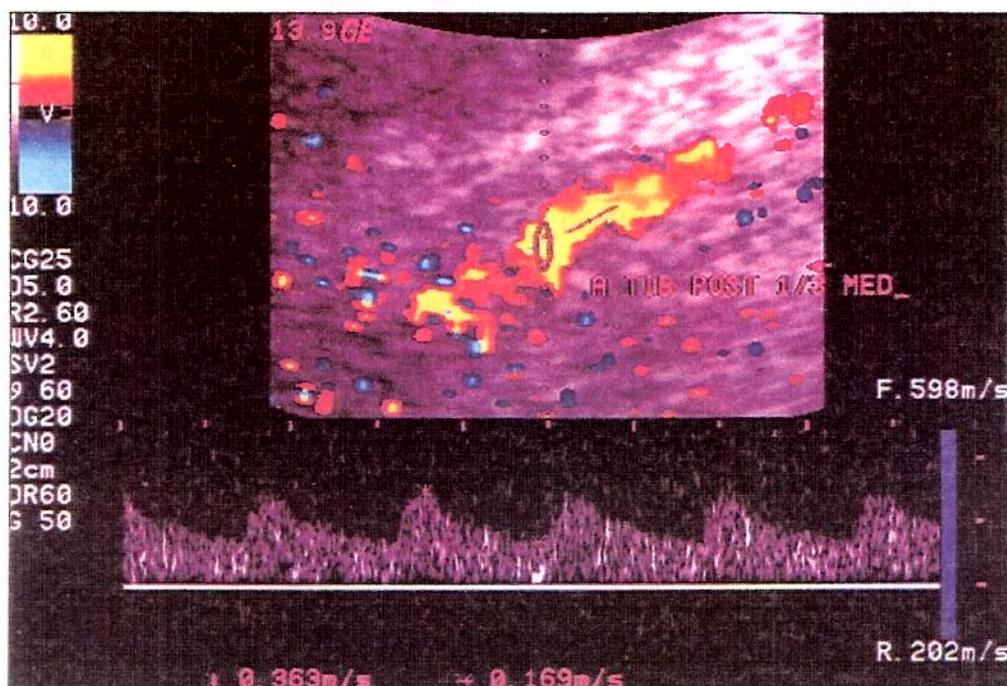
Curvas espectrais ao estudo Doppler pulsado
